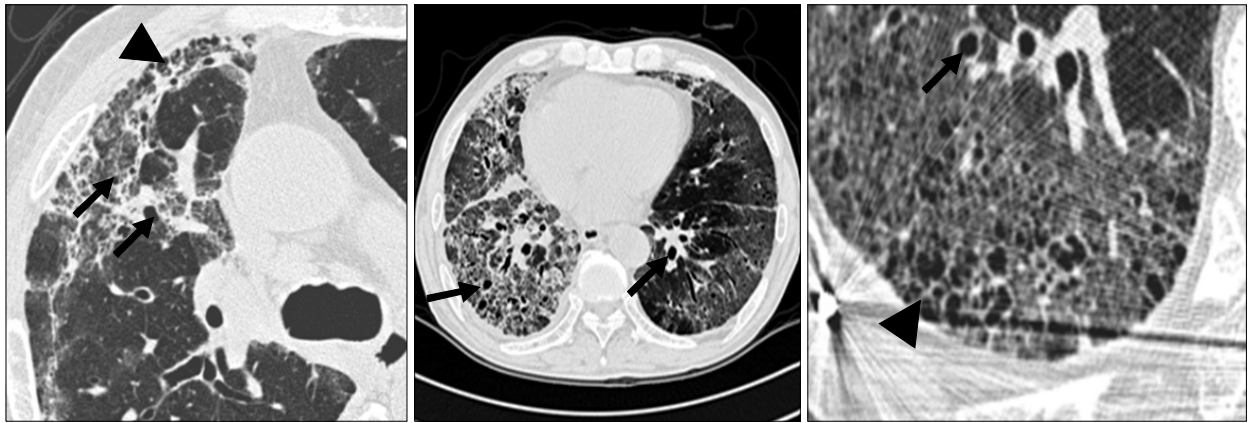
HRCT scan shows ground glass opacity, reticular opacities with traction bronchiectasis (arrow) and multiple cystic change with early honeycombing (arrowhead).
